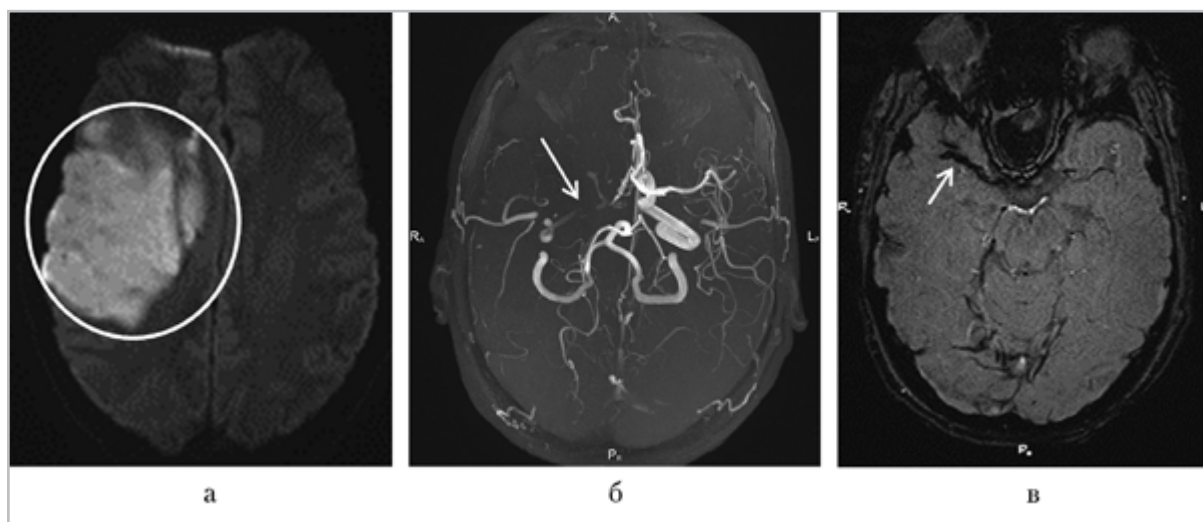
МРТ головного мозга пациента с ОНМК по ишемическому типу: *а* — в режиме ДВИ определяется большой очаг повышенной интенсивности МР-сигнала в правой полушарии большого мозга; *б* — на бесконтрастной МР-ангиографии отсутствует сигнал от кровотока по правым ВСА и СМА (стрелкой указана проекция правой СМА); *в* — в режиме SWI в проекции правой СМА наблюдается понижение интенсивности МР-сигнала, что соответствует внутриартериальной тромбе (указано стрелкой)
